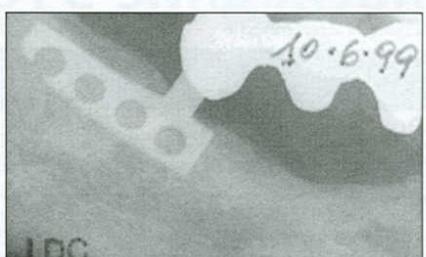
Установка стандартного пластиночного имплантата по методике Е.Д.Е. и рентгенологический контроль через 3 года после протезирования
